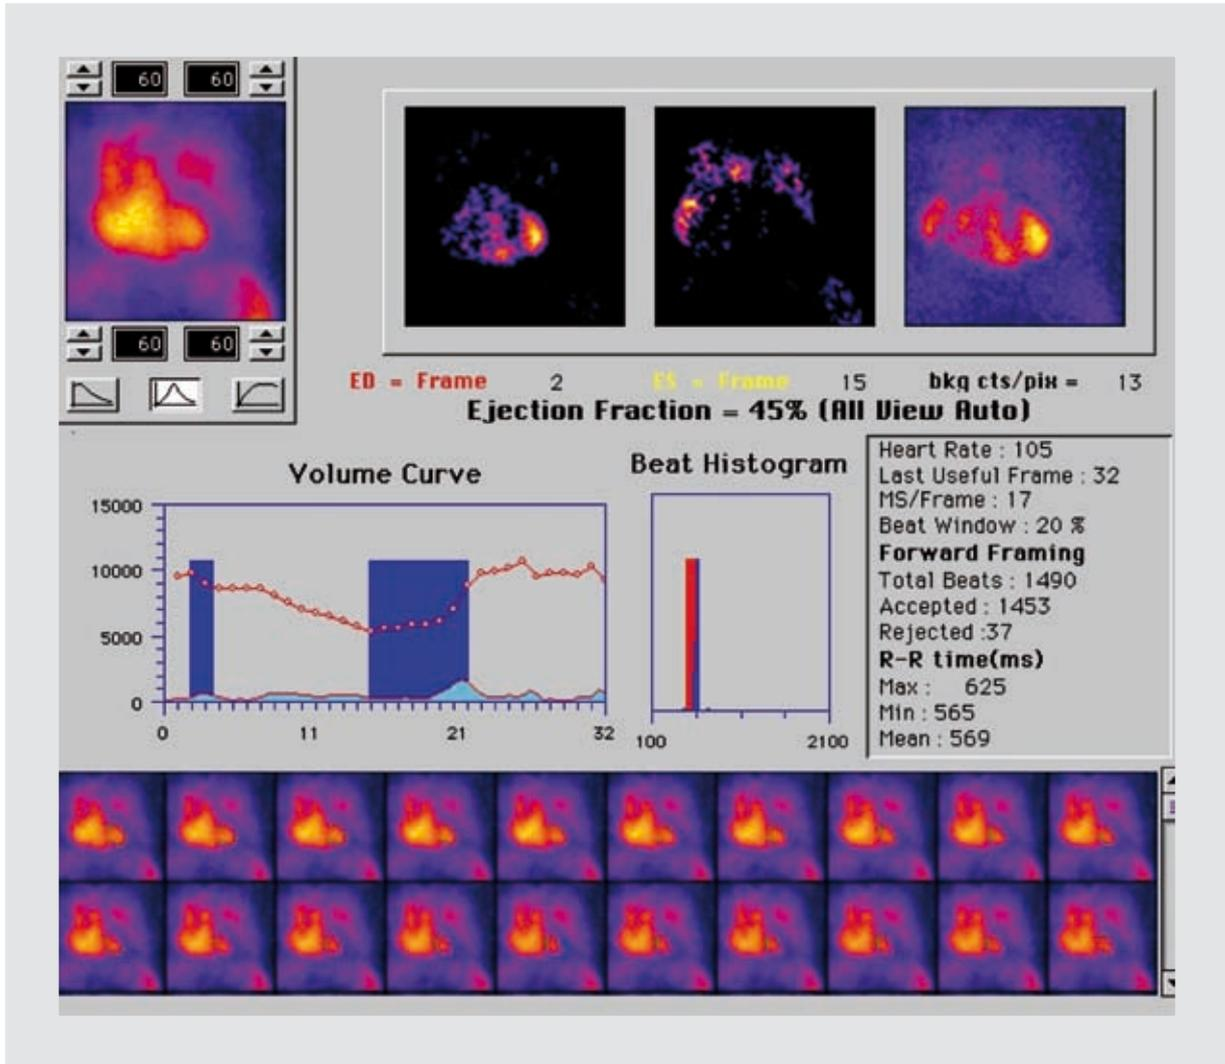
Resultado de la FEVI obtenida por SPECT-G.
